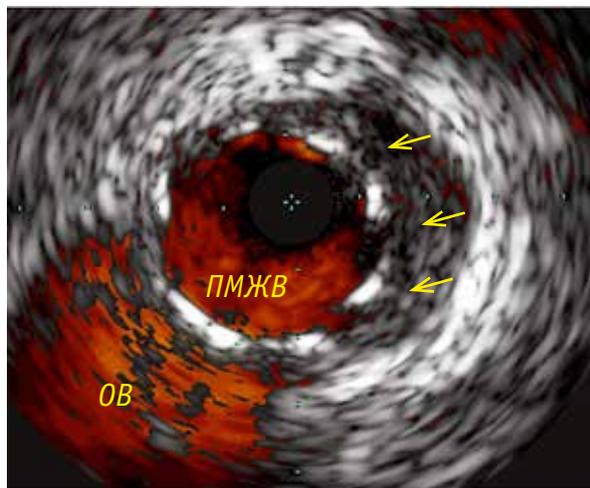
Контрольное ВСУЗИ после выполнения стентирования ПМЖВ. Диссекция интимы полностью прижата стентом.
